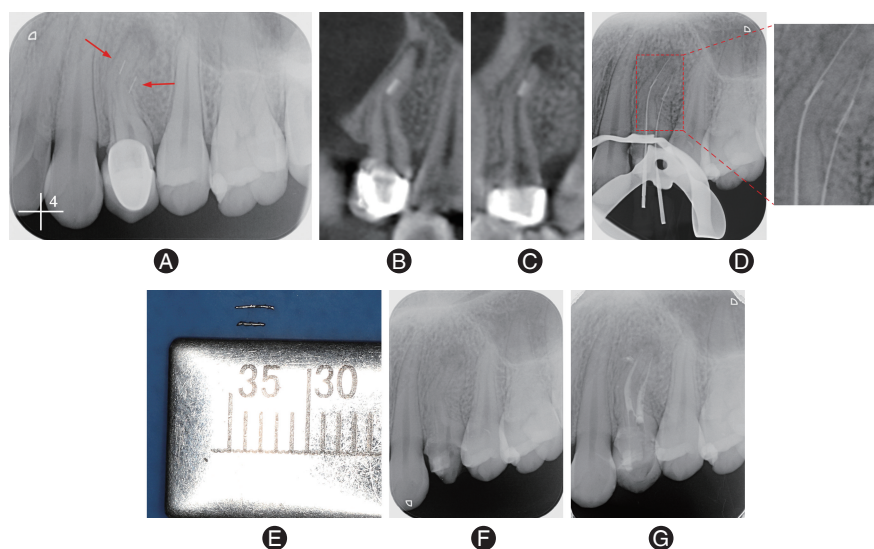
旁路法取左上第一前磨牙根管中下段分离器械 A:根尖片显示24双根管均重度弯曲,弯曲下段各见一段高密度影(红色箭头示);B:锥形束CT(CBCT)分析颊侧根管内分离器械的长度、根管形态、分离器械与根管三维方向的位置关系;C:CBCT分析舌侧根管内分离器械的长度、根管形态、分离器械与根管三维方向的位置关系;D:预弯8# C+锉,沿分离器械旁路疏通根管,建立旁路后超声取出分离器械;E:取出的分离器械,长度分别约2 mm、2.5 mm;F:取出分离器械后根尖片显示根管内无残留;G:根充完成后根尖片。
